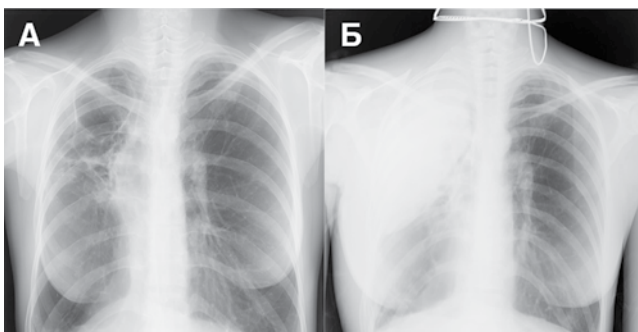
Пациентка Н. Обзорные рентгенограммы: А – перед операцией; Б – через 1 сут после операции: имплант занимает установленное положение, эффект компрессии достигнут
